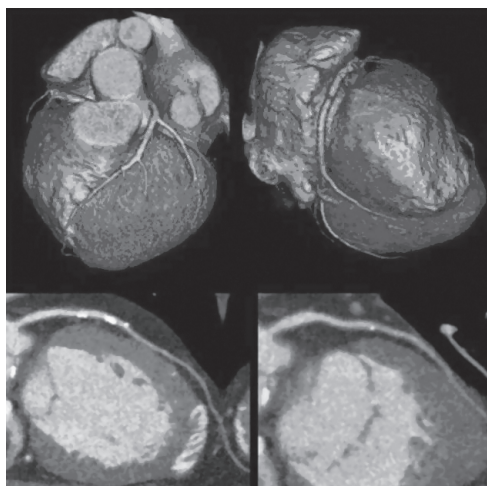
Компьютерная спиральная томография коронарных артерий. В верхней части — трехмерное изображение
